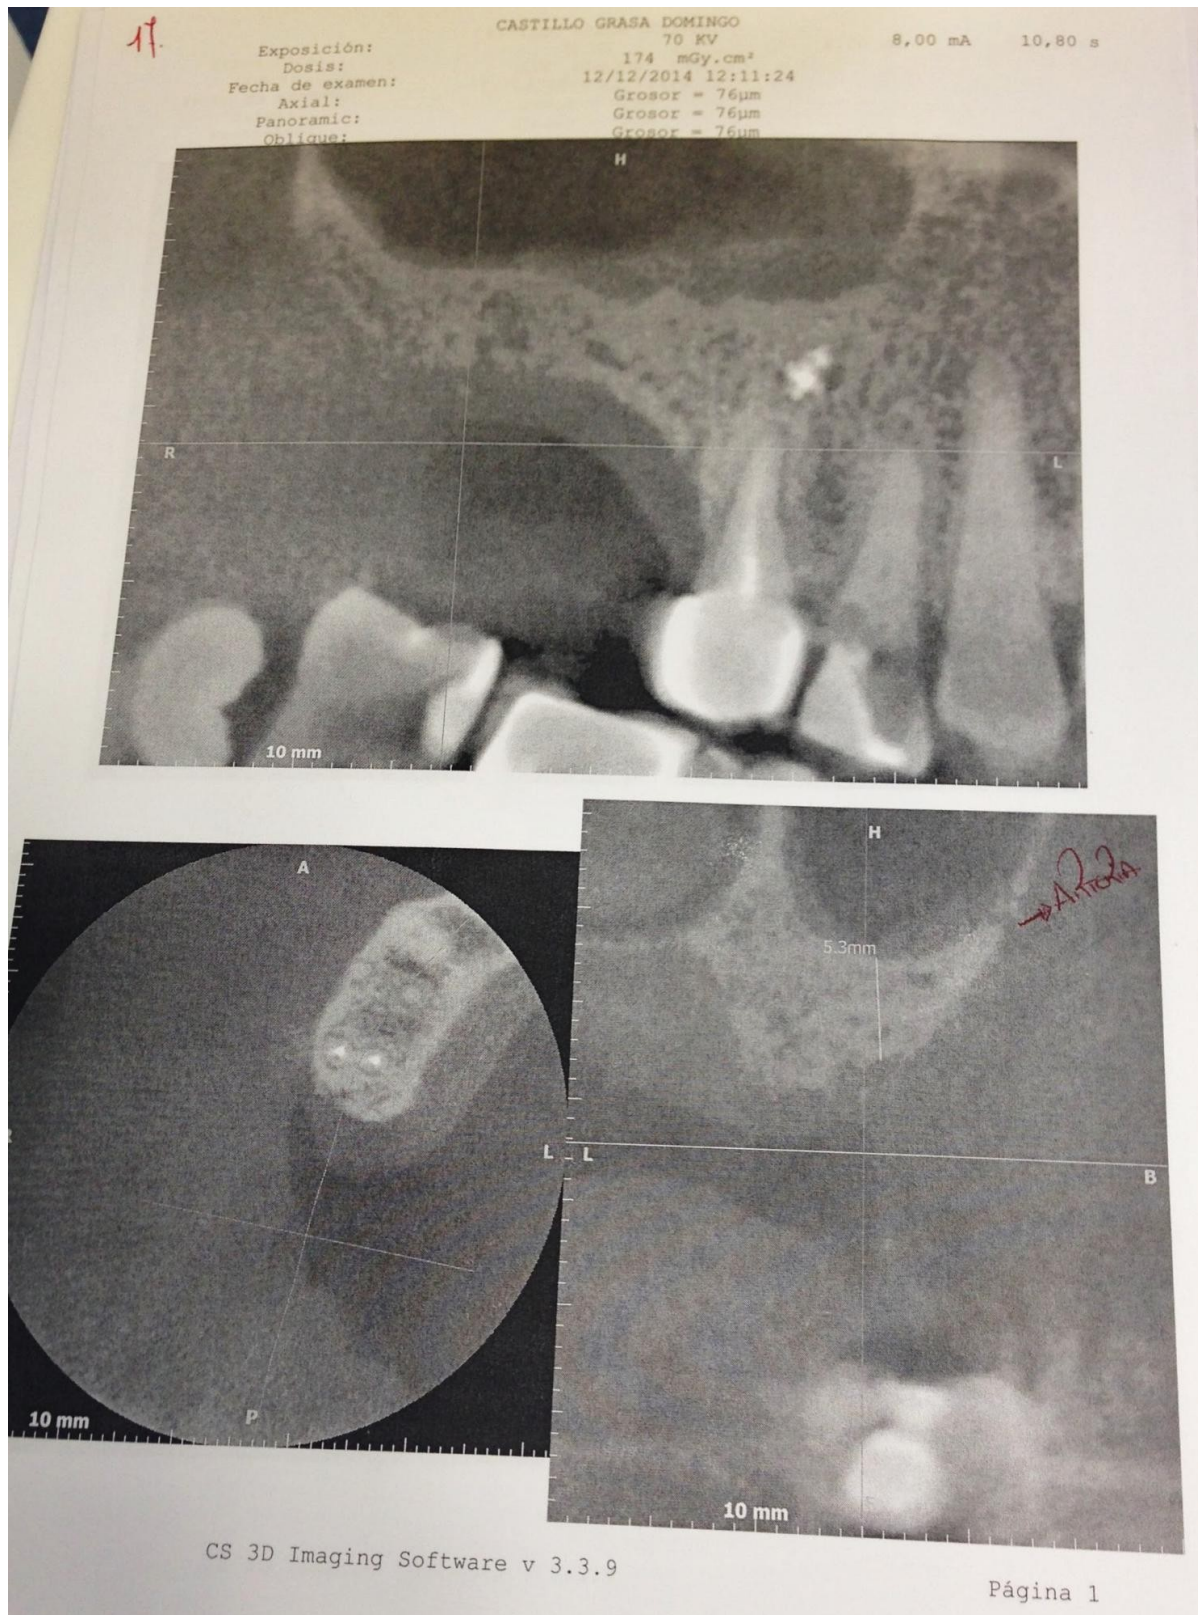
Tomografía axial computarizada 2 de 1.6 y 1.7
